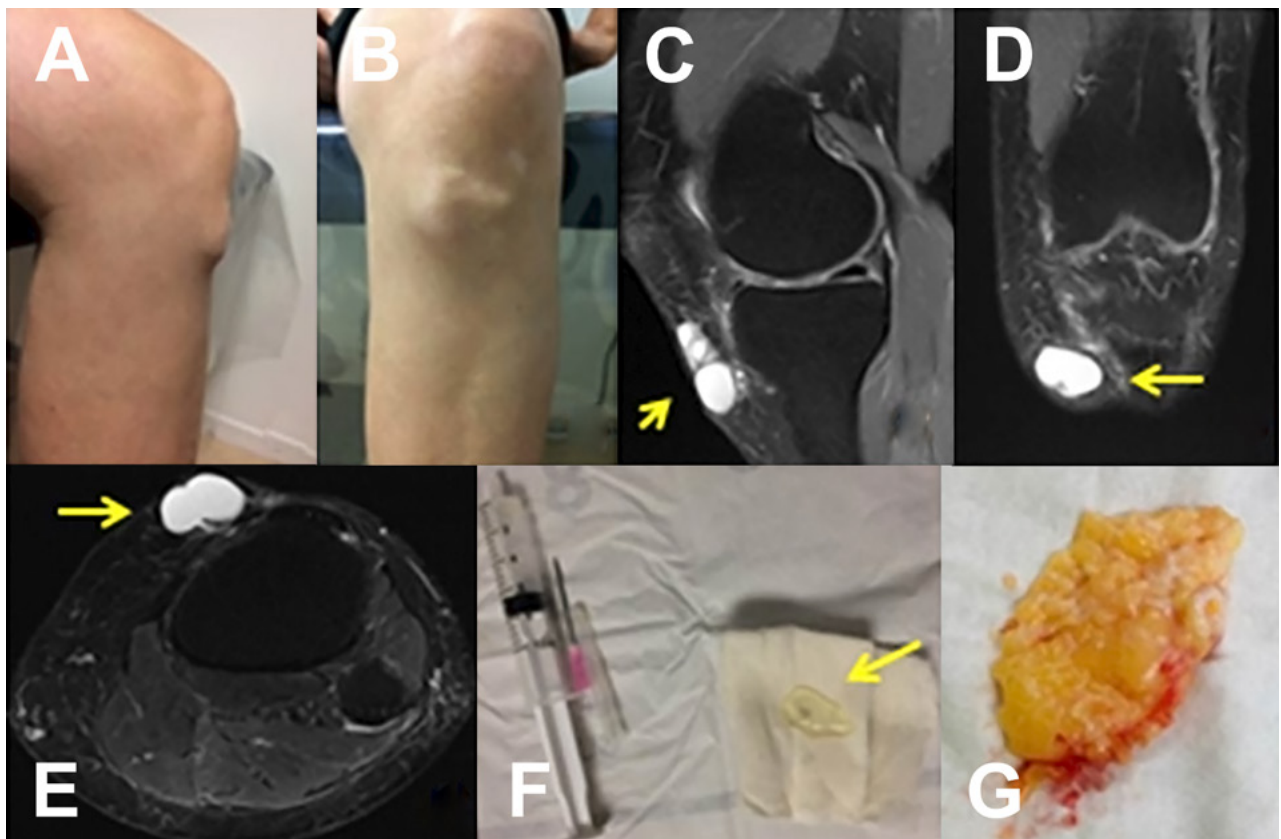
A-B) Vista clínica de quiste en pata de ganso. C-D-E) RM secuencia T2 cortes sagital, coronal y axial donde se evidencia tumoración. F) Punción de quiste con contenido gelatinoso. G) Pieza postcirugía abierta por recidiva.
